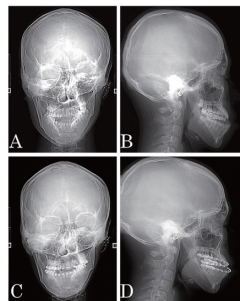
術前強制治療開始前と終了時のX線写真
